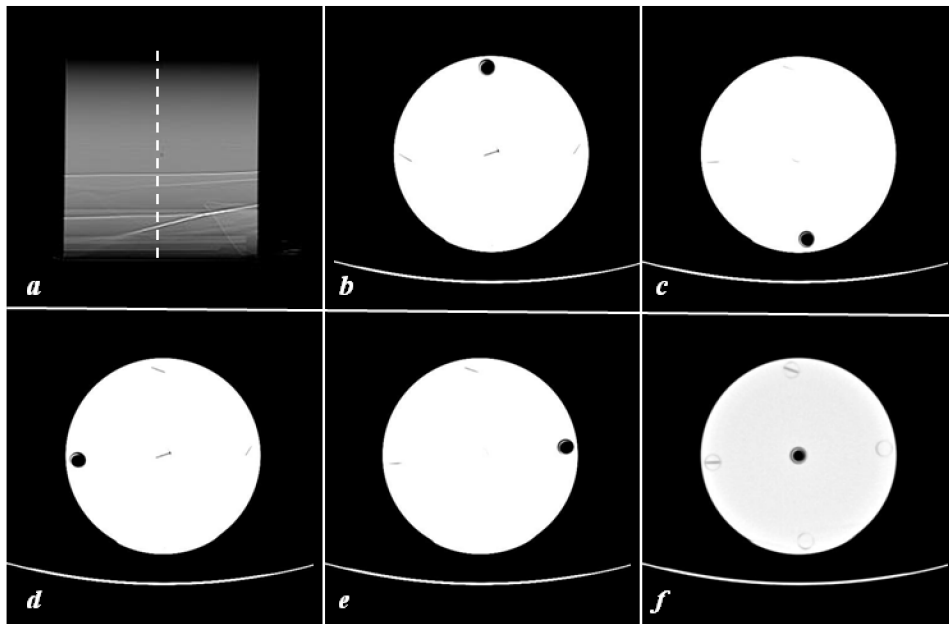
Imagens por TC do objeto simulador de PMMA. Topograma (a), imagens da fatia central de (b) a (f).
